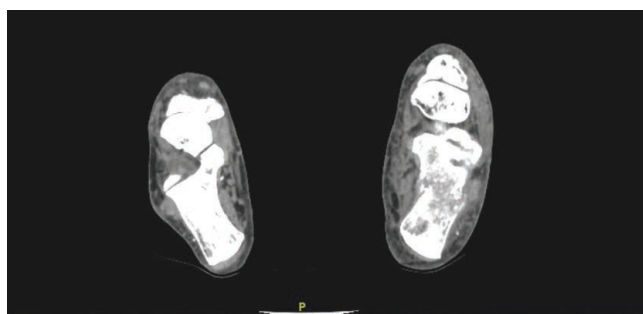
МСКТ стоп с контрастным усилением. Зона неоднородной плотности с преобладанием мягкотканного компонента размером 37×33 мм
